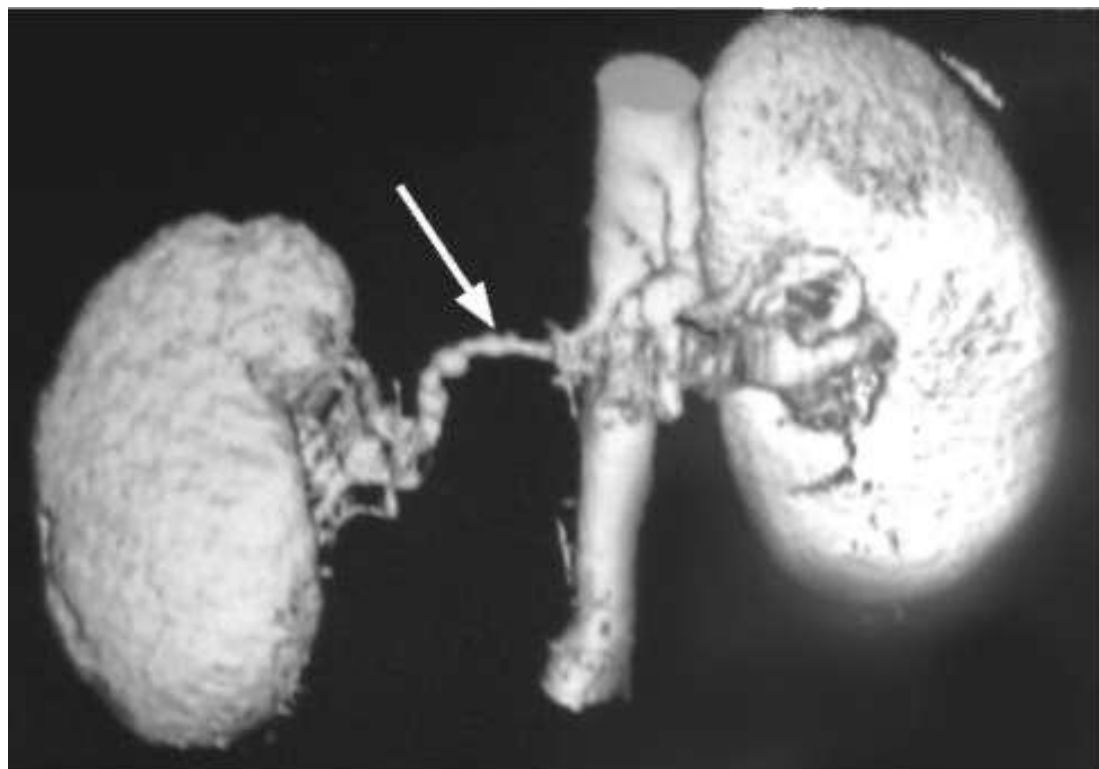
Мультиспиральная КТ. Фибромускулярный стеноз правой почечной артерии (стрелка)
